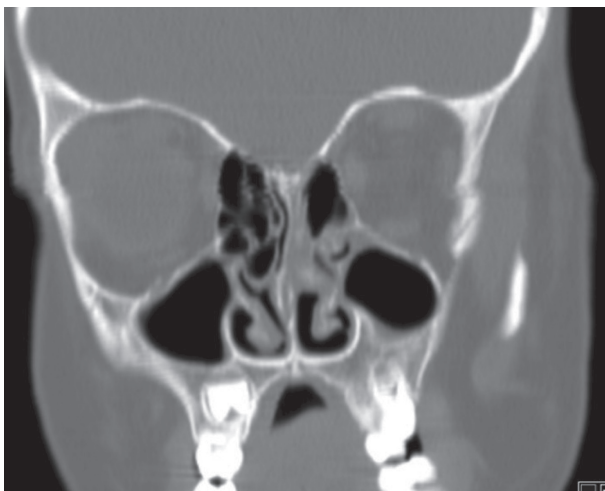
Tomografia computadorizada Crânio-Encefálica - visualização de erosão óssea (corte coronal)
